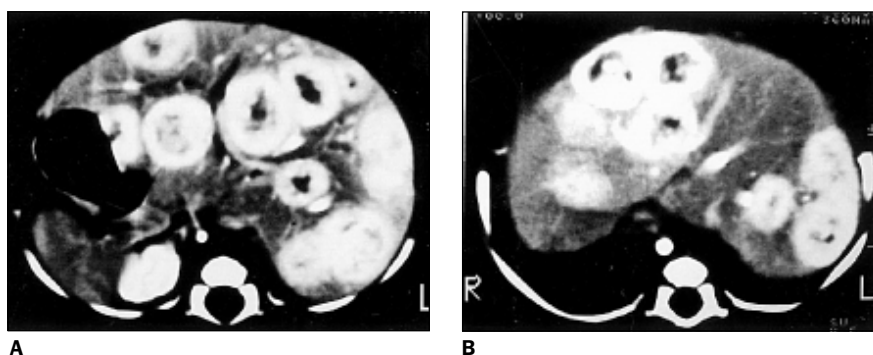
Tomografia axial computadorizada do abdome superior, após a administração endovenosa de contraste iodado, demonstra fígado com dimensões aumentadas, com inúmeros nódulos hiperdensos, alguns com centro de menor densidade, disseminados pelo parênquima hepático.
